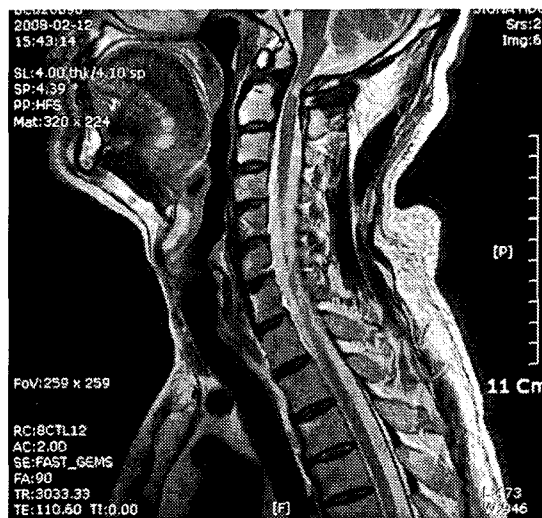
MRI of Cervical spine. sagittal view. T2 performed at 2008-02-12.
